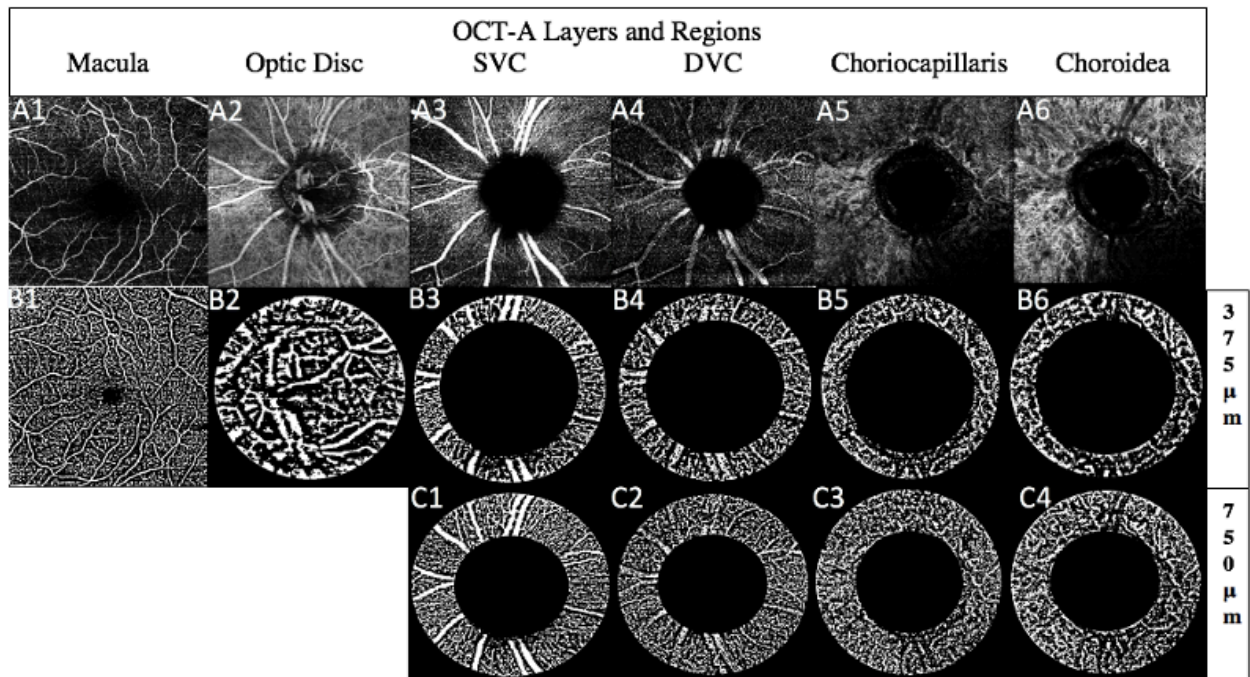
Gesamtüberblick der erfassten Optischen Kohärenztomografie Angiografie Schichten im 375µm und 750µm Radius
